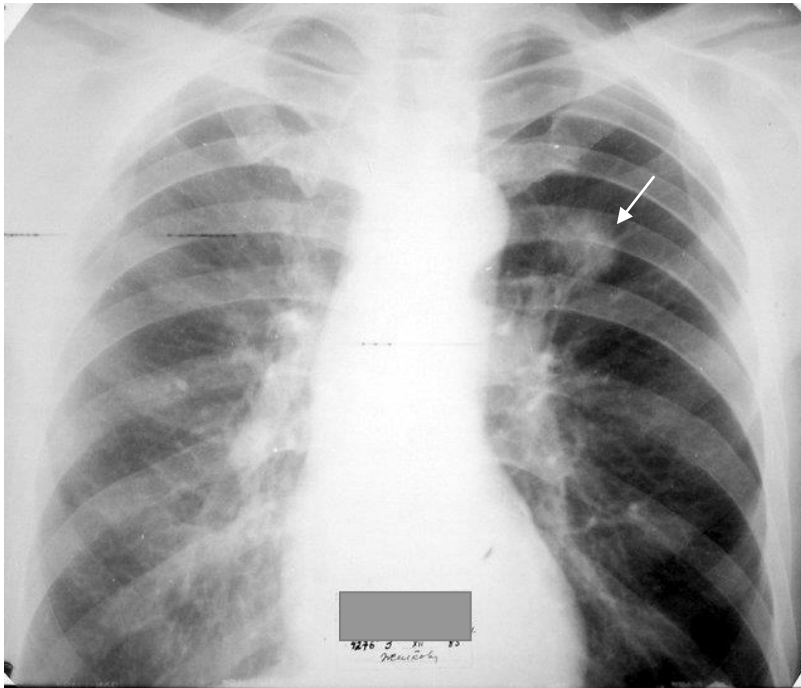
Обзорная рентгенограмма грудной клетки в прямой проекции. На уровне II межреберья в медиальной зоне левого легкого круглая малой интенсивности тень с нечеткими контурами (стрелка) и «дорожкой» к корню левого легкого. Периферический рак левого легкого
